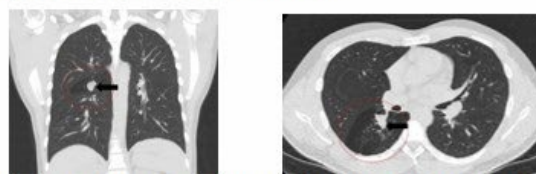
TAC: El círculo enmarca una región hipodensa en el lóbulo superior derecho. La flecha evidencia el mucocele
